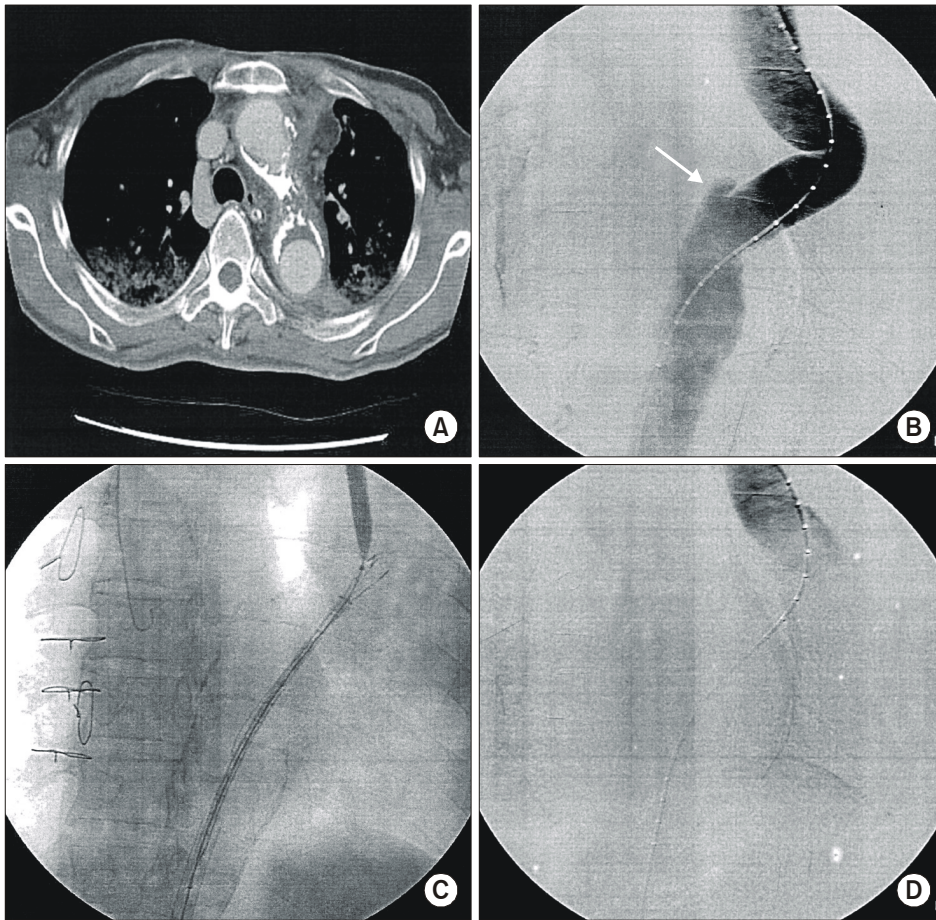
A 46-year-old male patient with leakage of graft anastomotic site. Preinterventional computed tomography (A) and aortography (B) show mid thoracic level graft anastomosis site disruption and pseudoaneurysm between the graft and native aorta wall. Completion angiography immediately after deployment of stent graft (C, D) shows complete exclusion of the pseudoaneurysm and restoration of aortic lumen.
